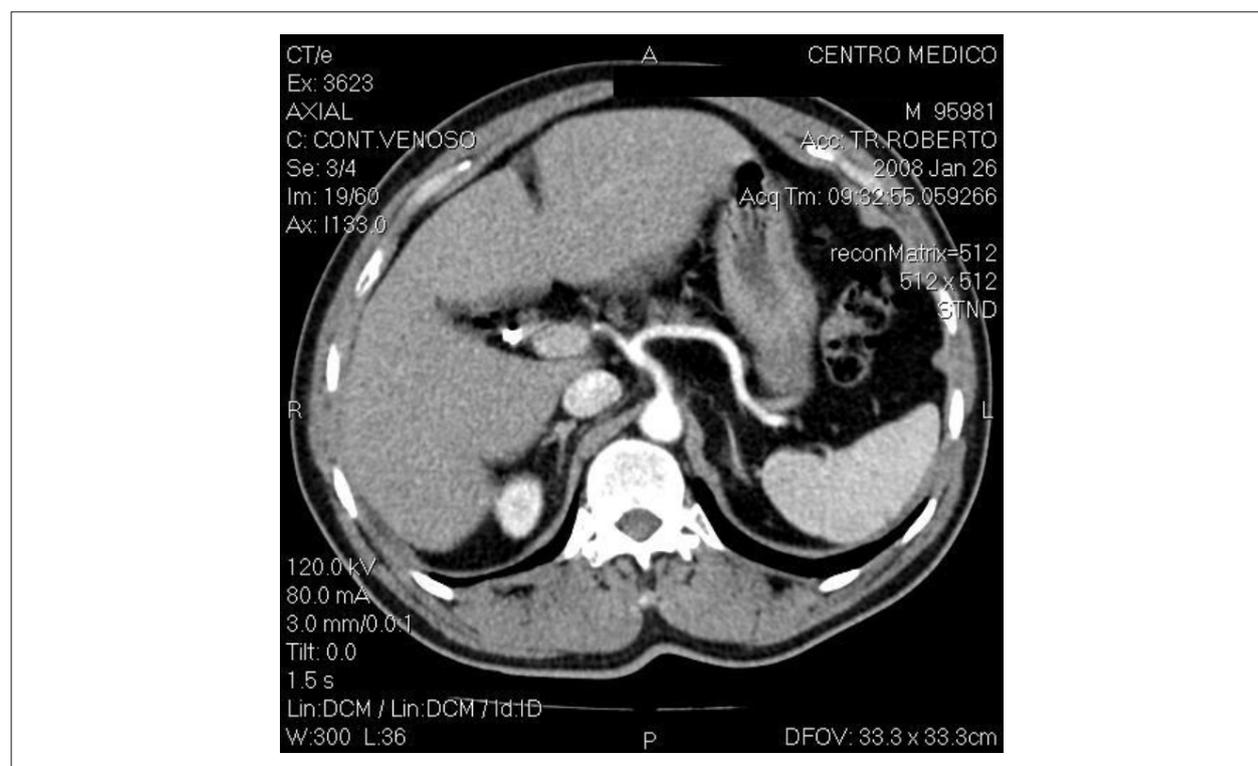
Tomografía computarizada de suprarrenales de paciente con diagnóstico de hiperaldosteronismo primario.
